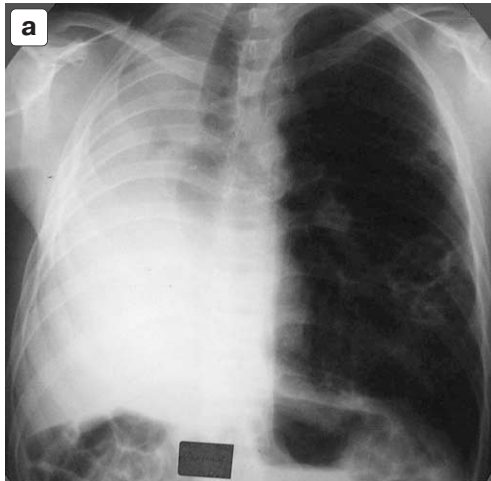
Обзорная рентгенограмма (а), УЗ-сканогамма (б), КТ (в) больного М., 21 год. а – состояние после правосторонней пневмонэктомии: резкое смещение органов средостения вправо; в проекции культы бронха отмечается ограниченный участок воздуха, в левом легком каверна с зоной фиброза вокруг. б – УЗИ правого гемиторакса. Определяются осумкованные участки скопления жидкости с гиперэхогенными включениями, неравномерное утолщение плевры. в – КТ. Остаточная плевральная полость жидкостной структуры, от культы главного бронха визуализируется едва заметный свищевой ход, открывающийся в эту полость.
